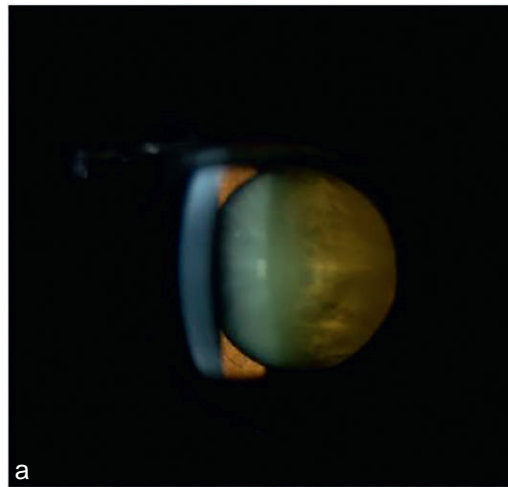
Patient présentant une hémorragie vitréenne massive (a). Exploration IRM (b) montrant une masse (flèche 1) associée à un hématome (flèche 2). Échographie Doppler (c) montrant une masse richement vascularisée signant la présence d'un mélanome hémorragique.
